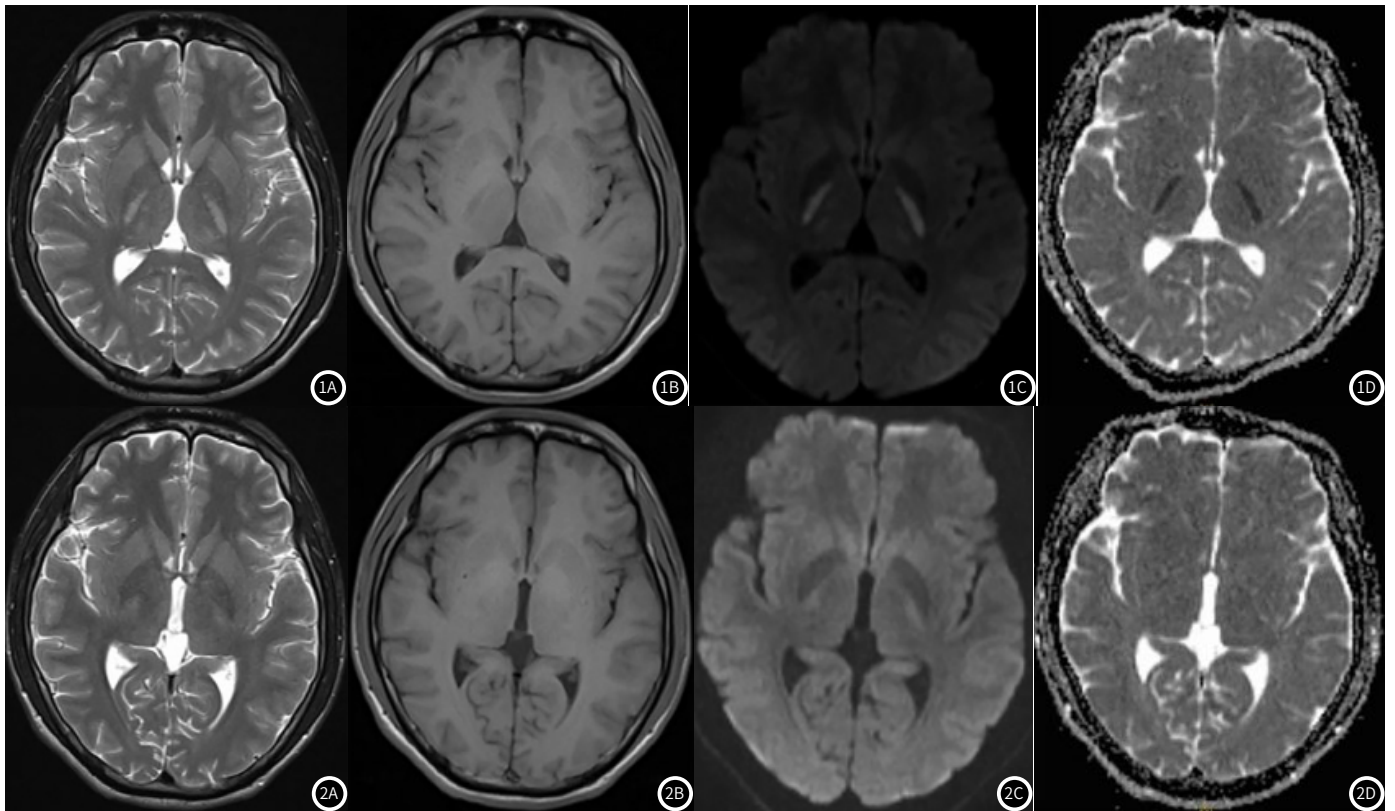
2018年10月8日头颅MRI, 图1A-1D分别为T₂WI、T₁WI、DWI及ADC图, 示双侧内囊后肢见条状稍长T₁稍长T₂异常信号影, DWI呈高信号, ADC呈低信号, 扩散受限。
